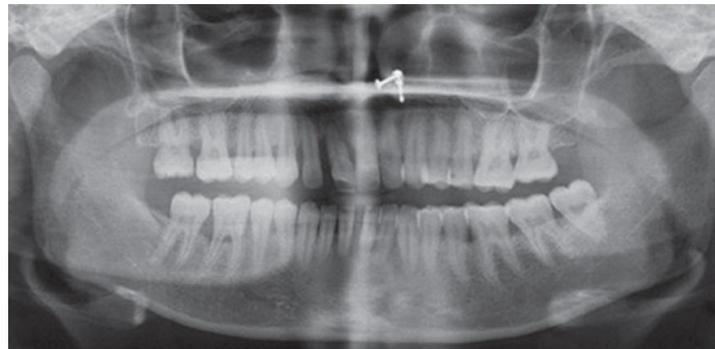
Radiografia panorâmica. Fotos pré-tratamento. Primeira fase da terapia periodontal. Fase de nivelamento e alinhamento ortodôntico. Segunda intervenção cirúrgica periodontal.
